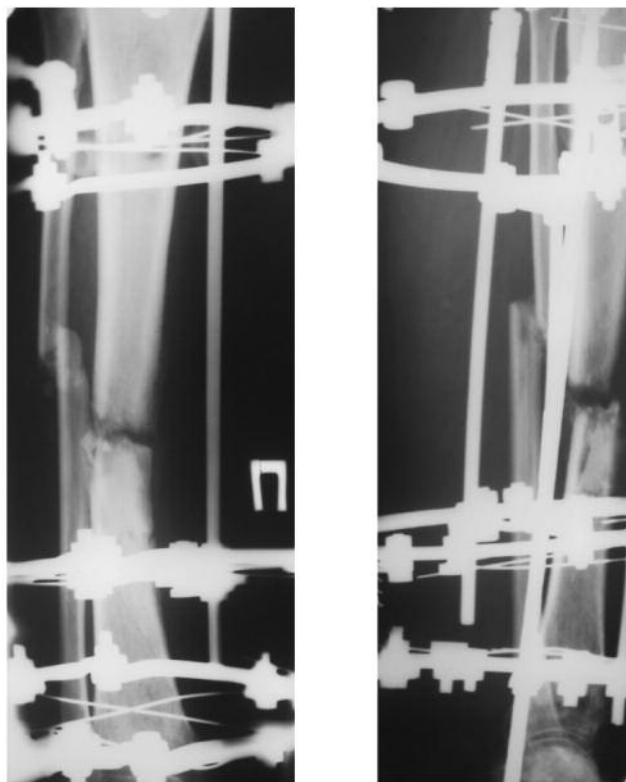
Рентгенограмми пацієнтки М. 43 лет через 8 місяців після оперативного лікування (монтажу апарату зовнішньої фіксації): ознаки костної мозолі відсутні, атрофічний ложний суглоб большеберцової кістки
